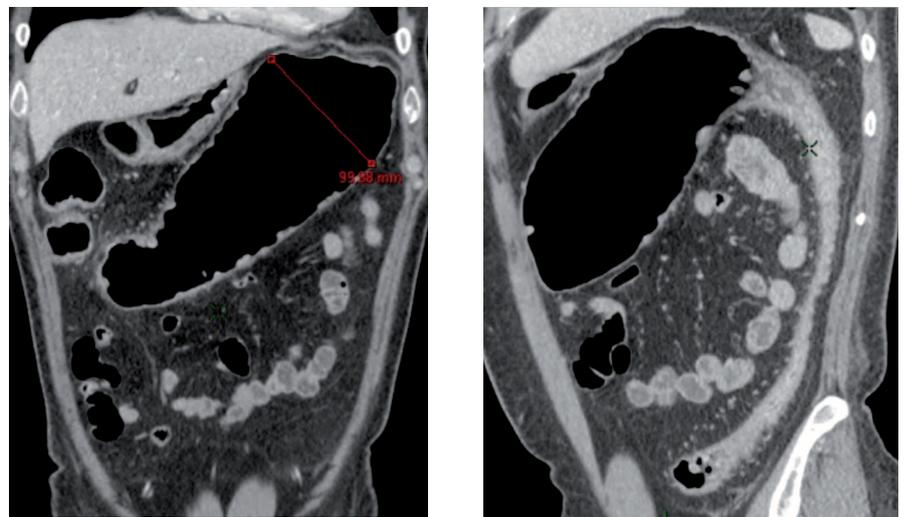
TDM après injection de produit de contraste iodé (reconstructions coronale et coronale oblique) : colectasie transverse et colite sévère du côlon d'aval avec épaississement pariétal et hyperhémie péri digestive
